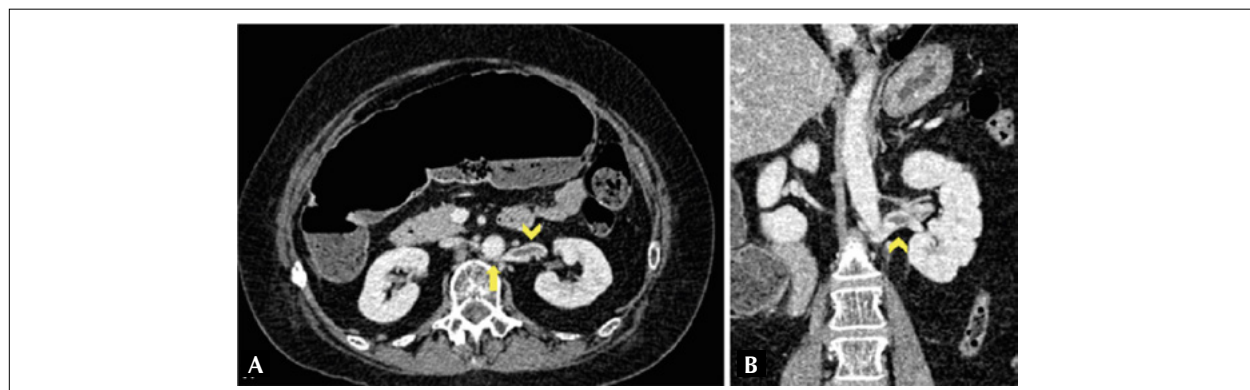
Tomografia de abdome com contraste. (A) Corte axial: veia renal esquerda dilatada (cabeça de seta) com trajetória retroaórtica, ocasionando seu pinçamento (seta); (B) corte coronal: veia renal esquerda dilatada (cabeça de seta).
